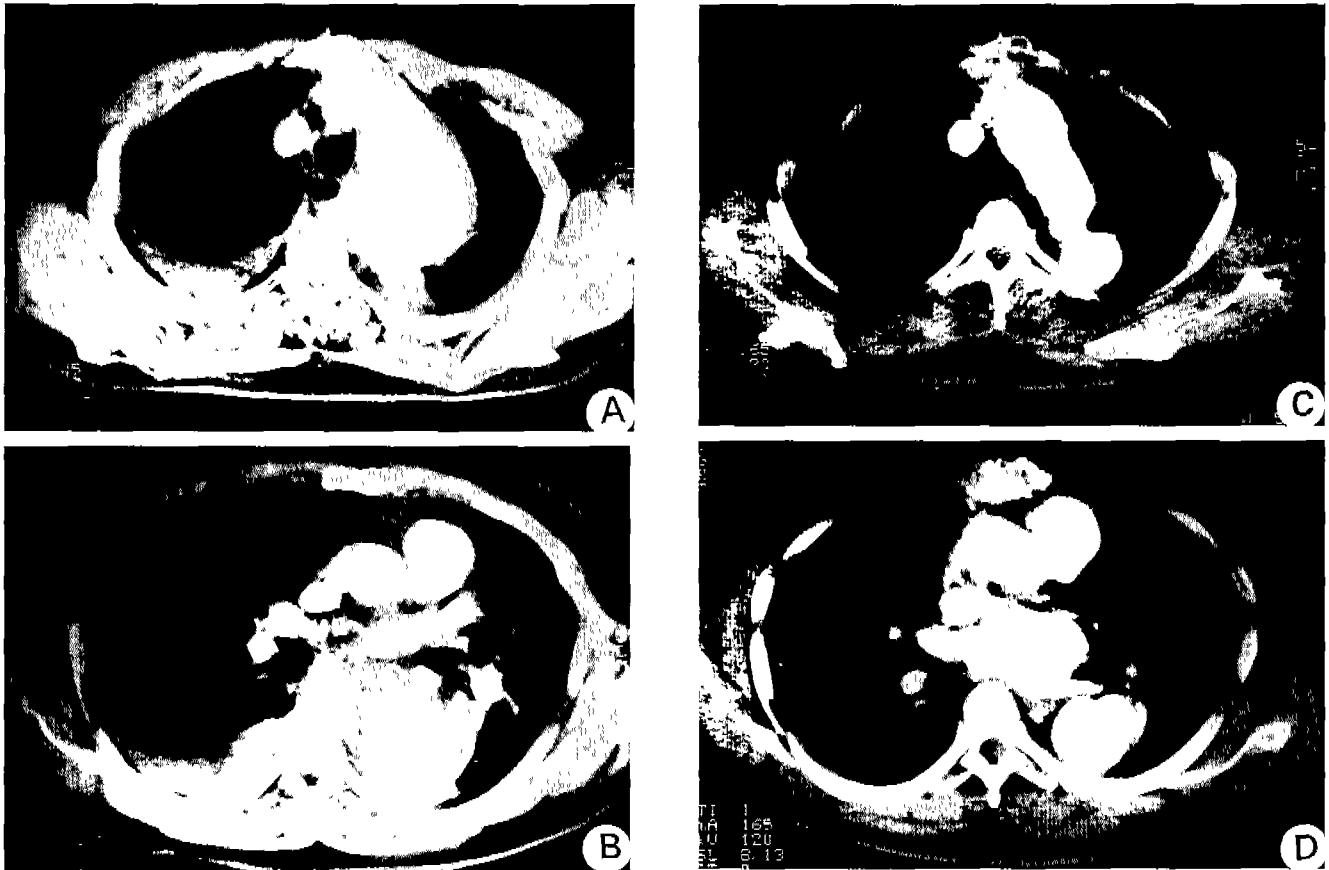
(A,B) Pre-reoperative computed tomogram(1997-date) shows dilatation and dissection of the arch and descending thoracic aorta. (C,D) Follow-up computed tomogram(1998- date) after reoperation shows normal size aortic arch. The tomogram shows still dissecting lumen at the distal descending thoracic aorta.
